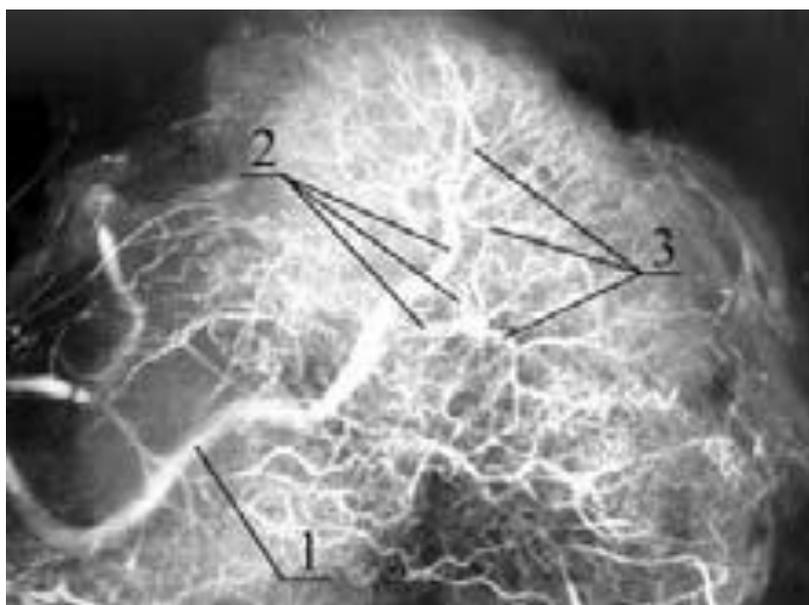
Ветвление селезеночной артерии на рентгенограммах со стороны ворот селезенки (по В.С.Алексееву, 2016)
